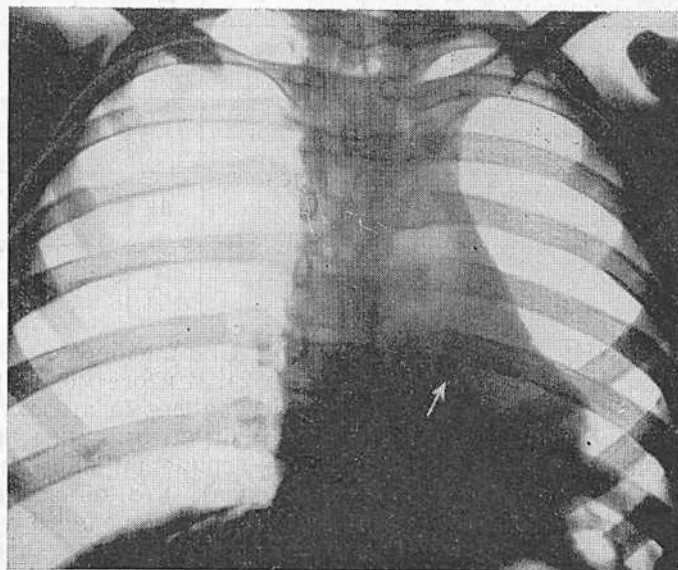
Рентгенограмма грудной клетки в передней проекции ребенка 13 лет.
